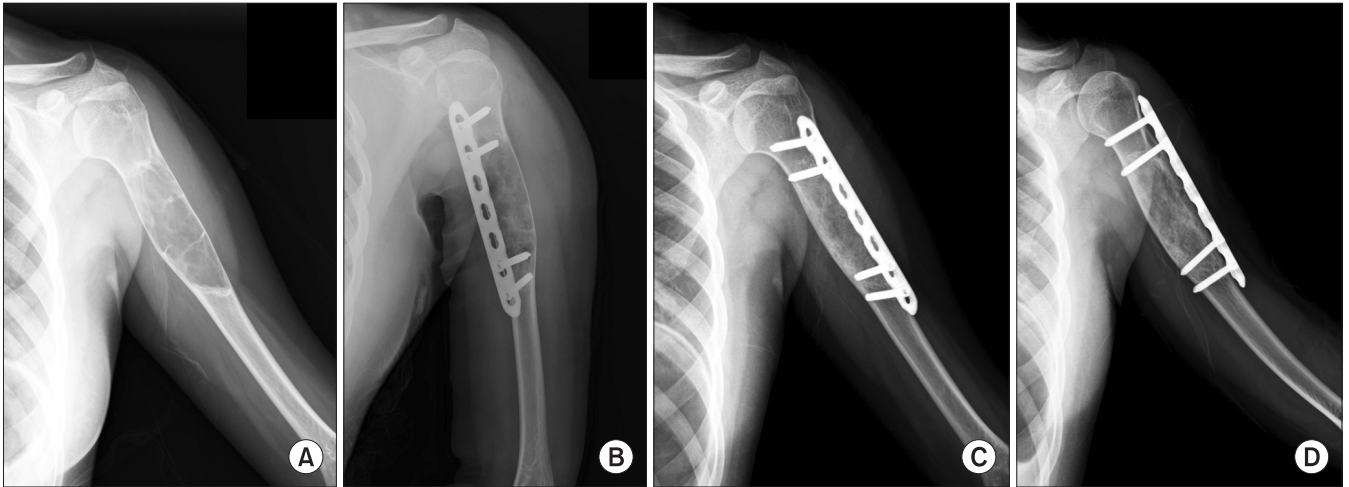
Solitary bone cyst of Proximal Humerus in a 12-year-old patient. (A) Humerus anteroposterior radiograph shows osteolytic bone lesion on proximal humerus area. (B) Immediate postoperative radiograph shows plate fixation and DBM implantation. (C, D) At 6 months, AP & Lateral radiographs after operation show complete bone union.
